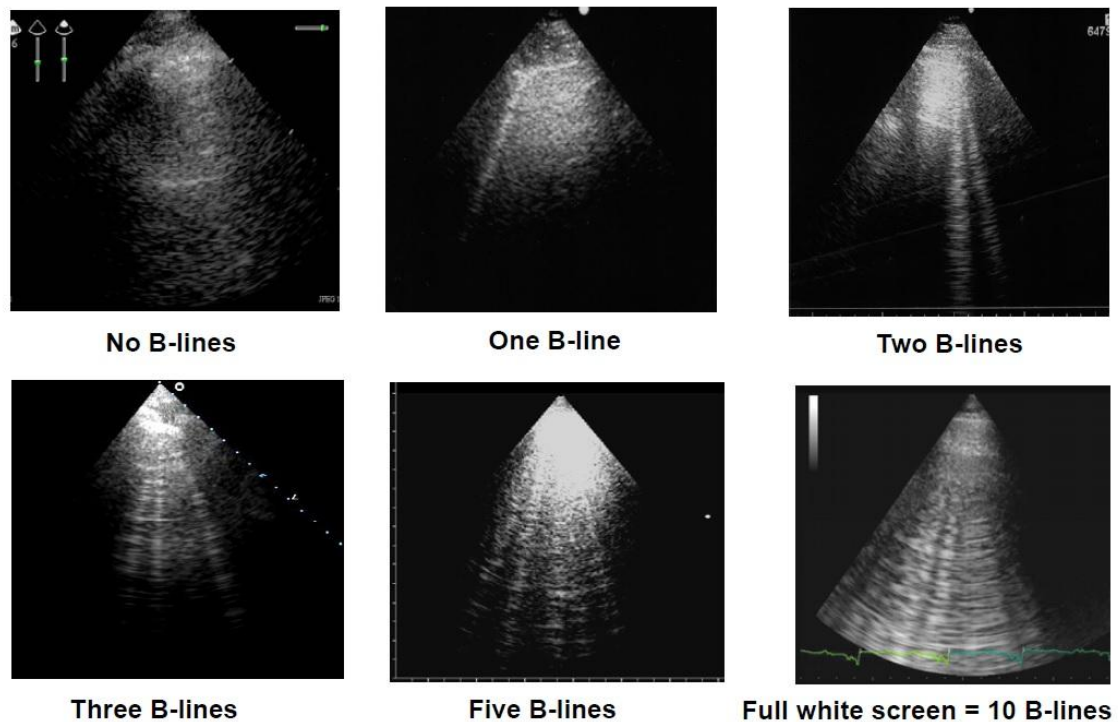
Linhas B durante ecografia pulmonar
